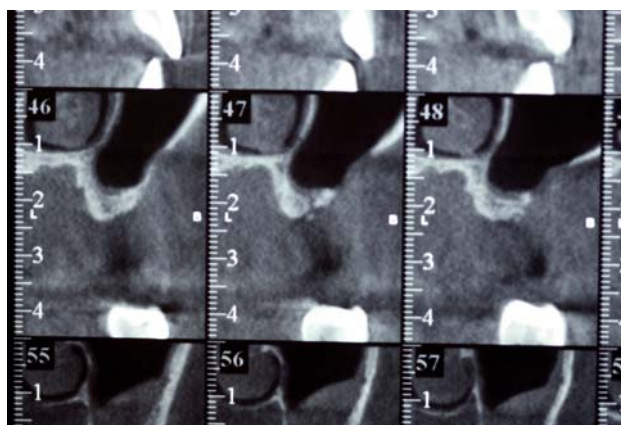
Tomografía Computarizada donde se observa la recuperación del seno al año de la intervención.
